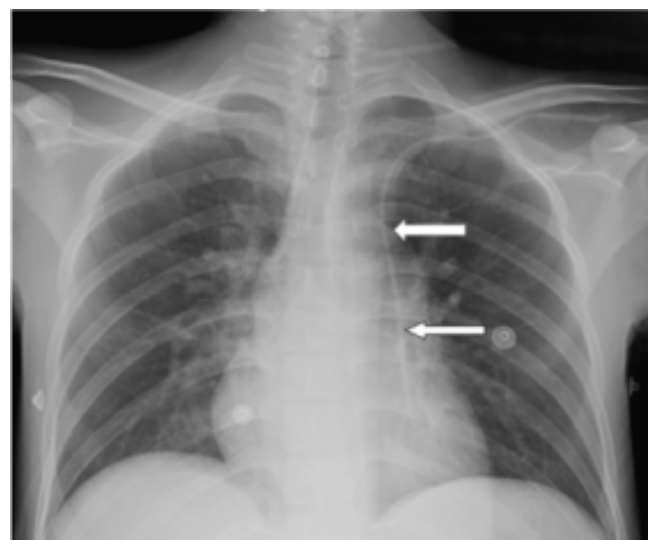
Radiografía de tórax en donde se observa catéter central en perfil cardíaco izquierdo (flechas).
